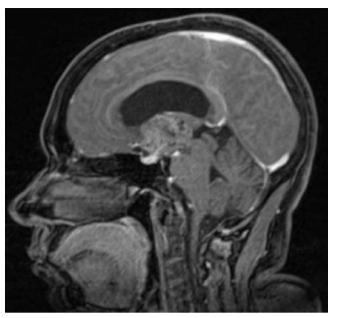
Craniofaringioma visto na RM (T2).
